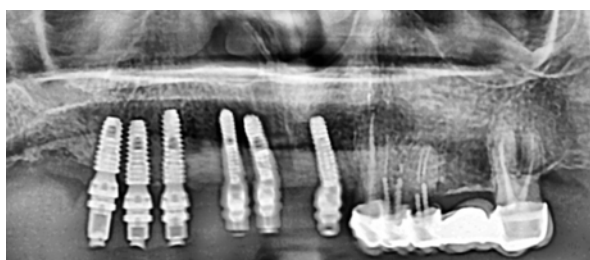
Рентгенографический контроль установки имплантатов в день операции
